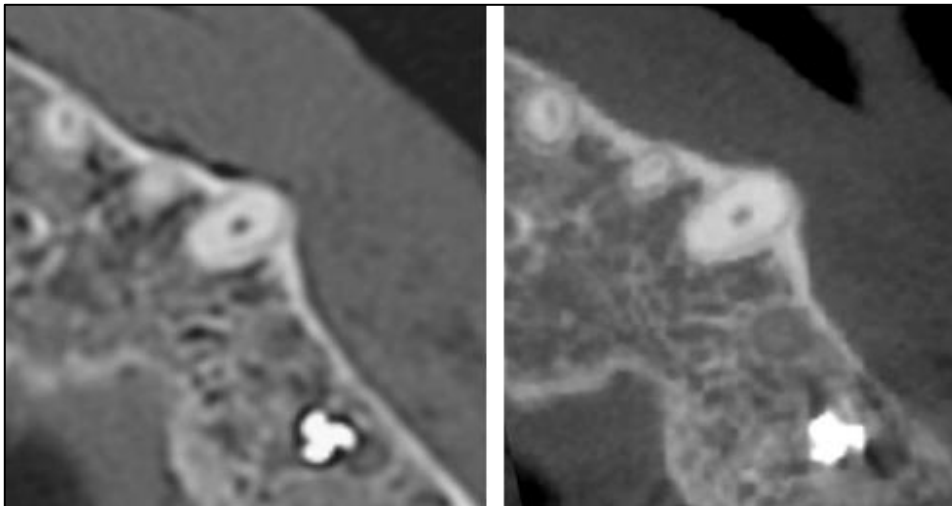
Comparaison de la résolution spatiale entre Scanner (à gauche) et Cone Beam (à droite)
